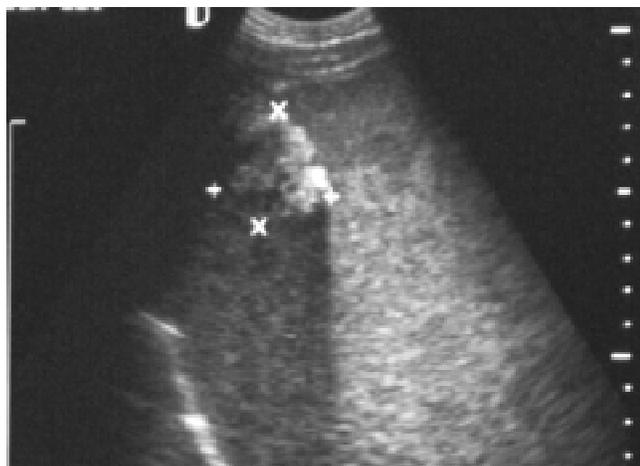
y 2B. Ultrasonido sagital que muestra una lesión focal hiperecoica, se asocia a sombra acústica posterior.
